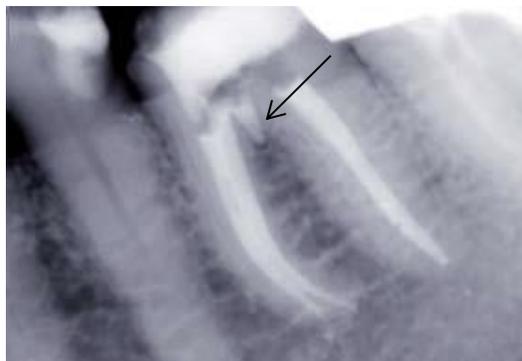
Radiographie per-opératoire de contrôle après pose du MTA.^[72]
